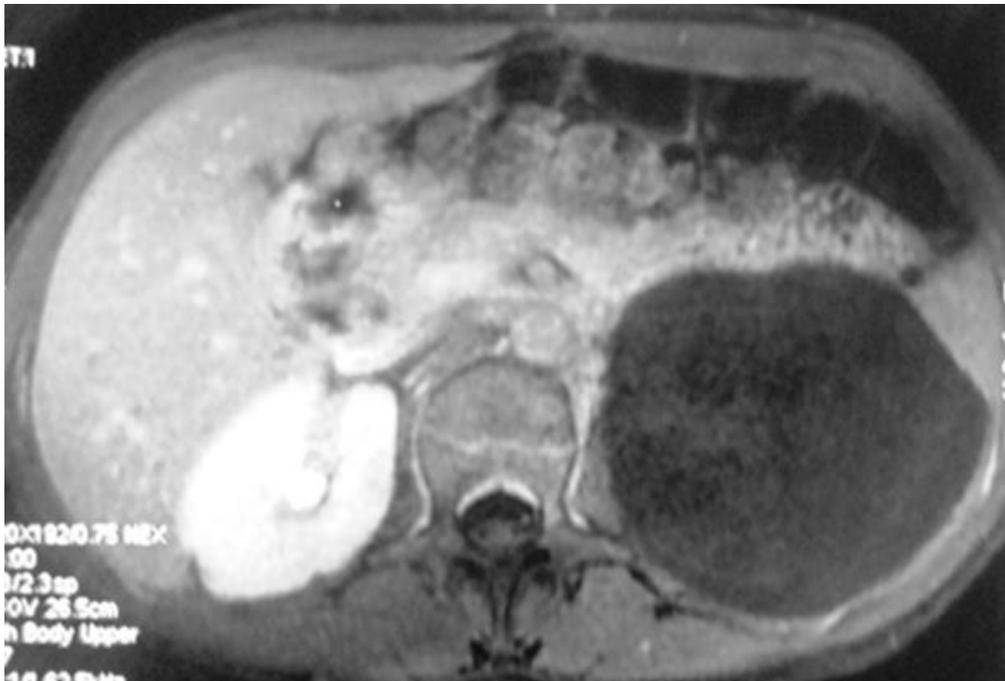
Coupe axiale d'une IRM: volumineuse masse kystique rétropéritonéale gauche en hyposignal T1 assez homogène
